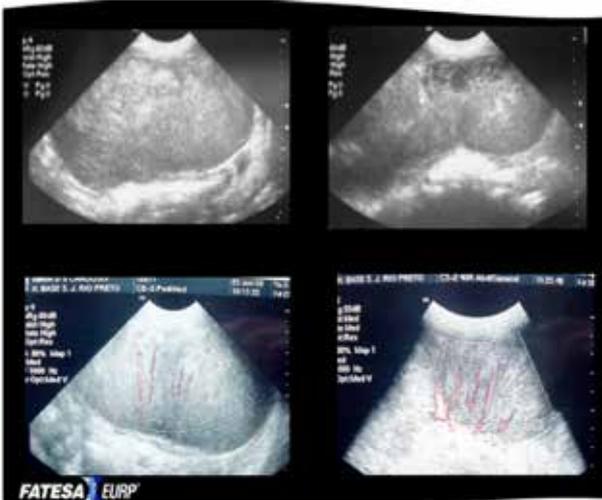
Exámenes complementarios: ecografía de abdomen total.
